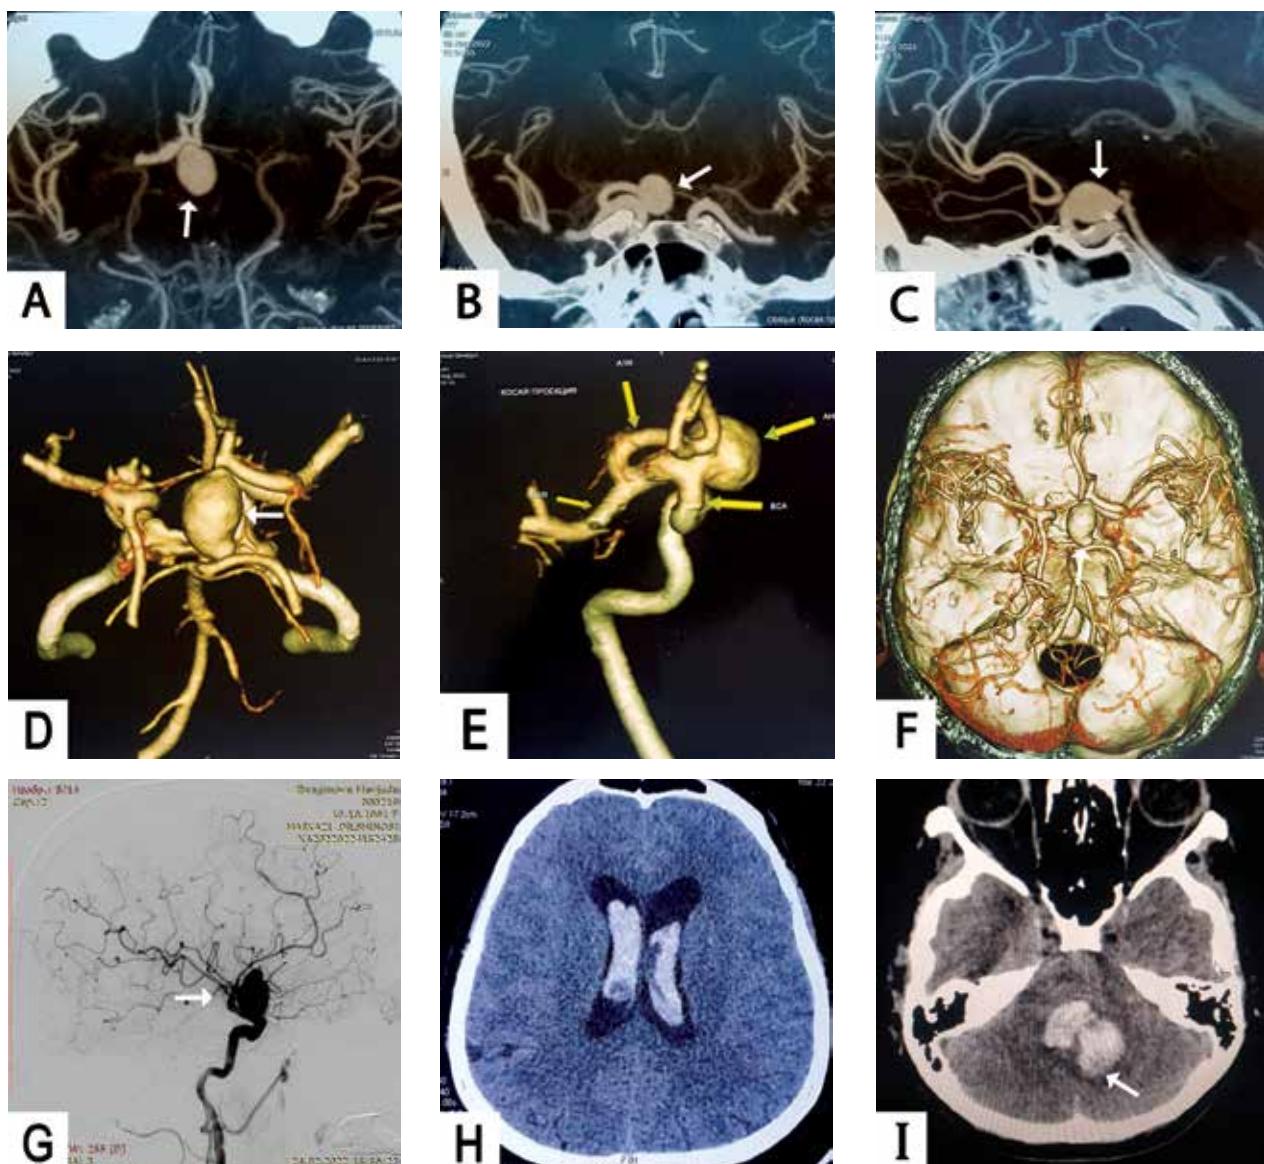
А-С – спиральная КТА в 3 проекциях: АА супраклиноидного отдела внутренней сонной артерии. Д, Е – 4Д-МРА сосудов головного мозга в прямой и боковой проекциях. Ф – 3Д-КТА. Г – каротидная ангиограмма: крупная мешотчатая АА. Н – СКТ, аксиальный срез: кровоизлияние в боковые желудочки. И – СКТ, аксиальный срез: кровоизлияние в IV желудочек
